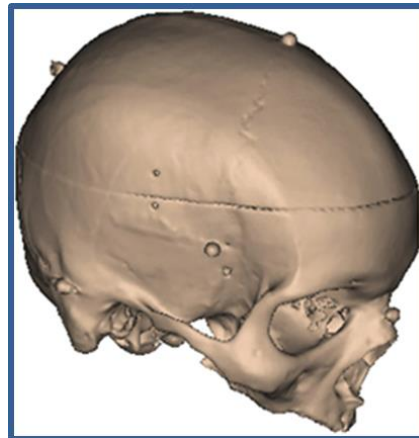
Reconstrucción 3D con tomografía computarizada.
